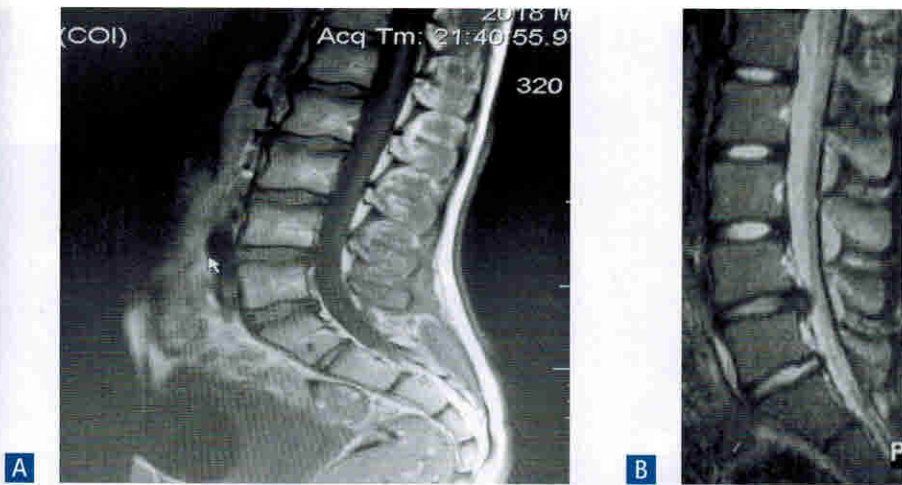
МРТ-изображения пояснично-крестцового отдела позвоночника, небольшие грыжи межпозвоночных дисков с клиникой рецидивирующей люмбоишалгии. А—у мальчика 14 лет, дискоз, протрузии дисков L4–L5, L5–S1 позвонков. В—у девочки 11 лет, протрузии дисков L4–L5, L5–S1 позвонков
